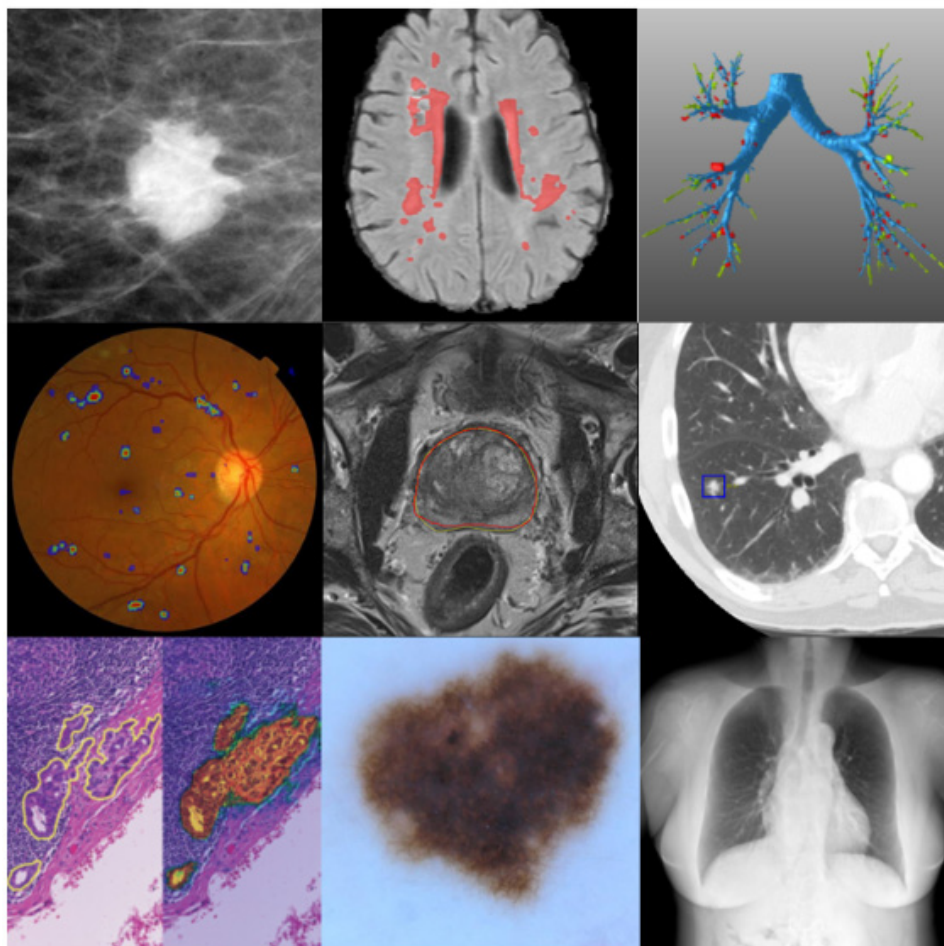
⁵⁸. Imágenes médicas en las que se aplica el aprendizaje profundo. De arriba a la izquierda a esquina inferior derecha: mamografía, segmentación de lesiones cerebrales, detección de fugas en la segmentación de las vías respiratorias, retinopatía diabética, segmentación de la próstata, clasificación de nódulos pulmonares, imagen histopatológica de metástasis linfática de cáncer de mama, clasificación de lesiones cutáneas, supresión ósea en radiografía de tórax.
